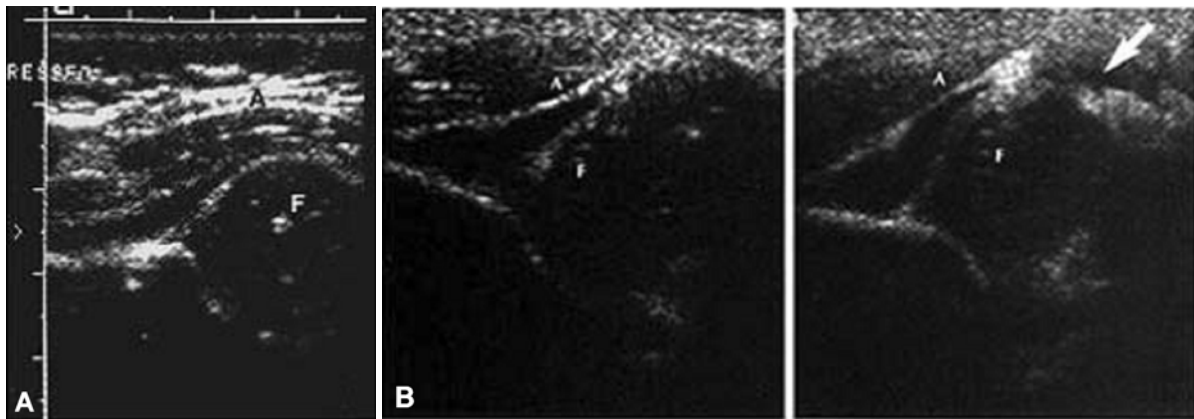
(A) Coronal sonogram of normal infant hips (F=femoral head, A=acetabulum). (B) Dynamic coronal sonograms of abnormal infant hips. (Left) Resting position. (Right) The arrow indicates positive subluxation when the hip is stressed (Barlow maneuver). Movement of more than 2 mm is considered to be positive (F=femoral head, A=acetabulum)
